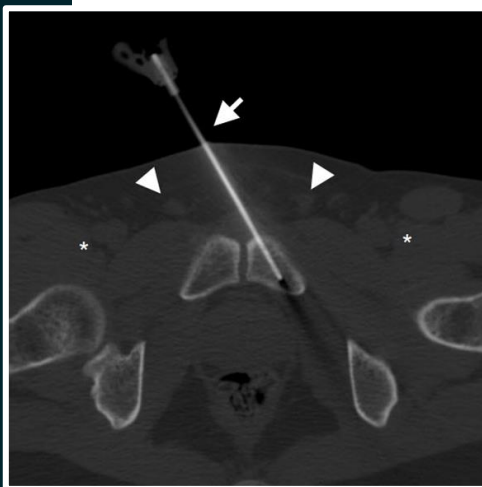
Paciente de 48 años en estudio por imagen hipercaptante en PET TC en rama isquiopubiana izquierda en contexto de control oncológico. Punción biopsia por abordaje anterior (flecha) evitando los conductos inguinales (cabeza de flecha) y paquete vasculonervioso femoral (asterisco). Diagnóstico final: infiltración secundaria de adenocarcinoma.
